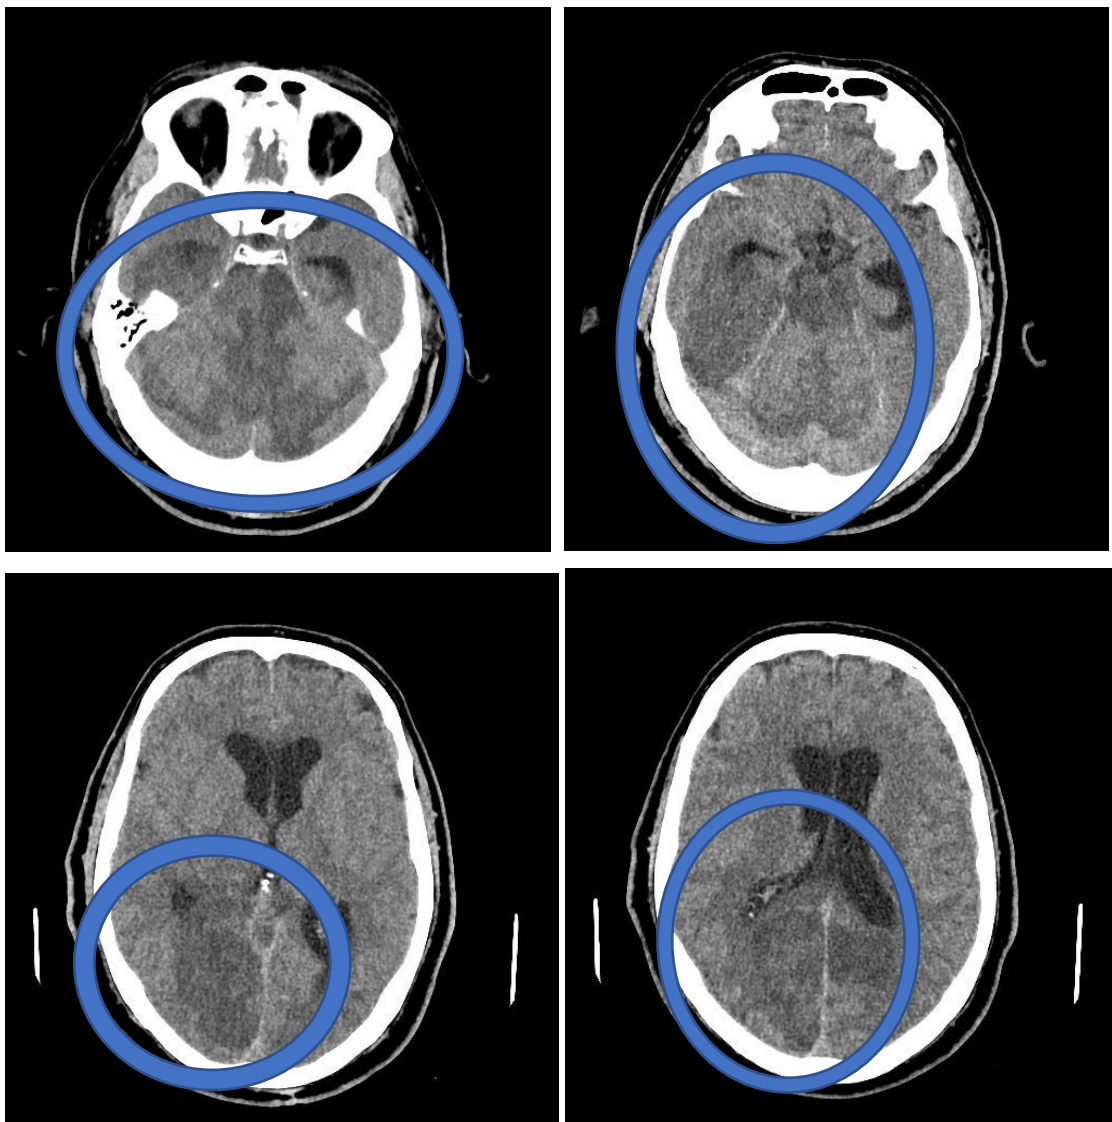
TC de control pasadas las primeras 24 horas en el que se informa de: múltiples imágenes de hipoatenuación de amplia extensión, afectando a ambos cerebelos, área temporooccipital derecha, occipital izquierda, así como troncoencéfalo y tálamos en relación a áreas de isquemia. Se aprecia componente de dilatación ventricular con desplazamiento de asta
